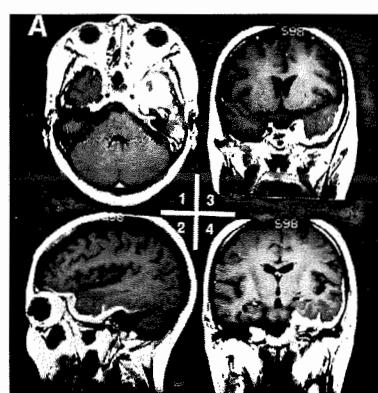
症例2. 中耳炎の波及により肥厚性脳硬膜炎によるGarcin症候群を呈し、抗生物質・ステロイドが奏効した症例のMRI像 (Gd-DTPA増強)。頭蓋底部を中心に左側優位に硬膜の肥厚がみられる。
